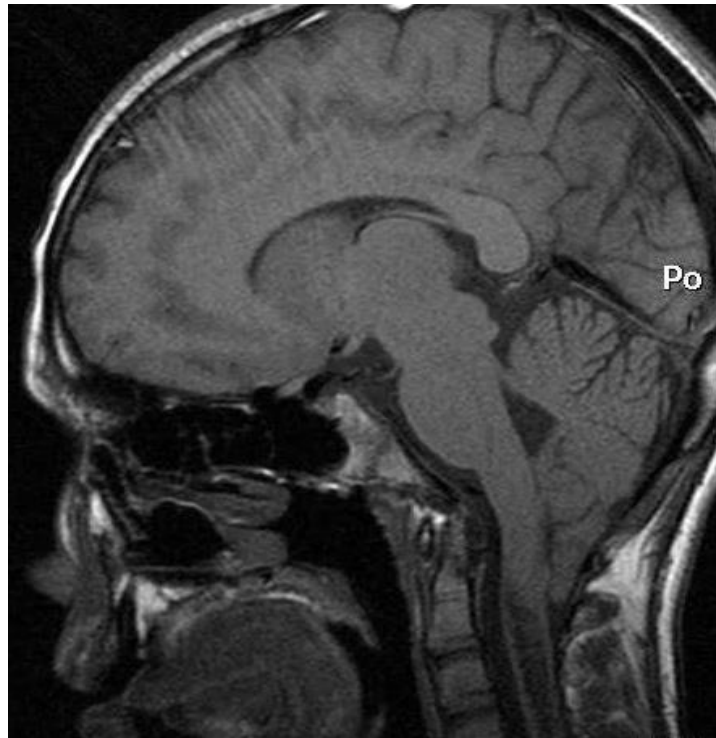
a IRM. Anomalie de Chiari type I. Engagement vers le bas des amygdales cérébelleuses à travers le trou occipital, comblant la grande citerne.
